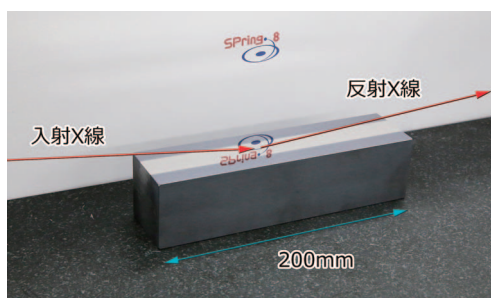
X線鏡の例（表面に貴金属のロジウムがコーティングされています）。
